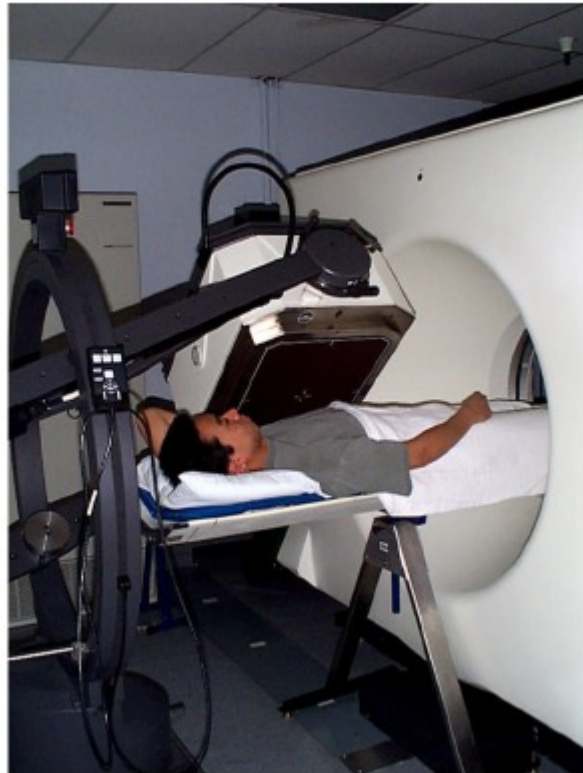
Prototipo SPECT-TC configurado en UCSF por GE 9800 Quick CT y detector único BE XR/T SPECT. La mesa extendible y el soporte externo de la mesa permiten la adquisición SPECT y TC sin mover al paciente del sistema⁸⁰.
